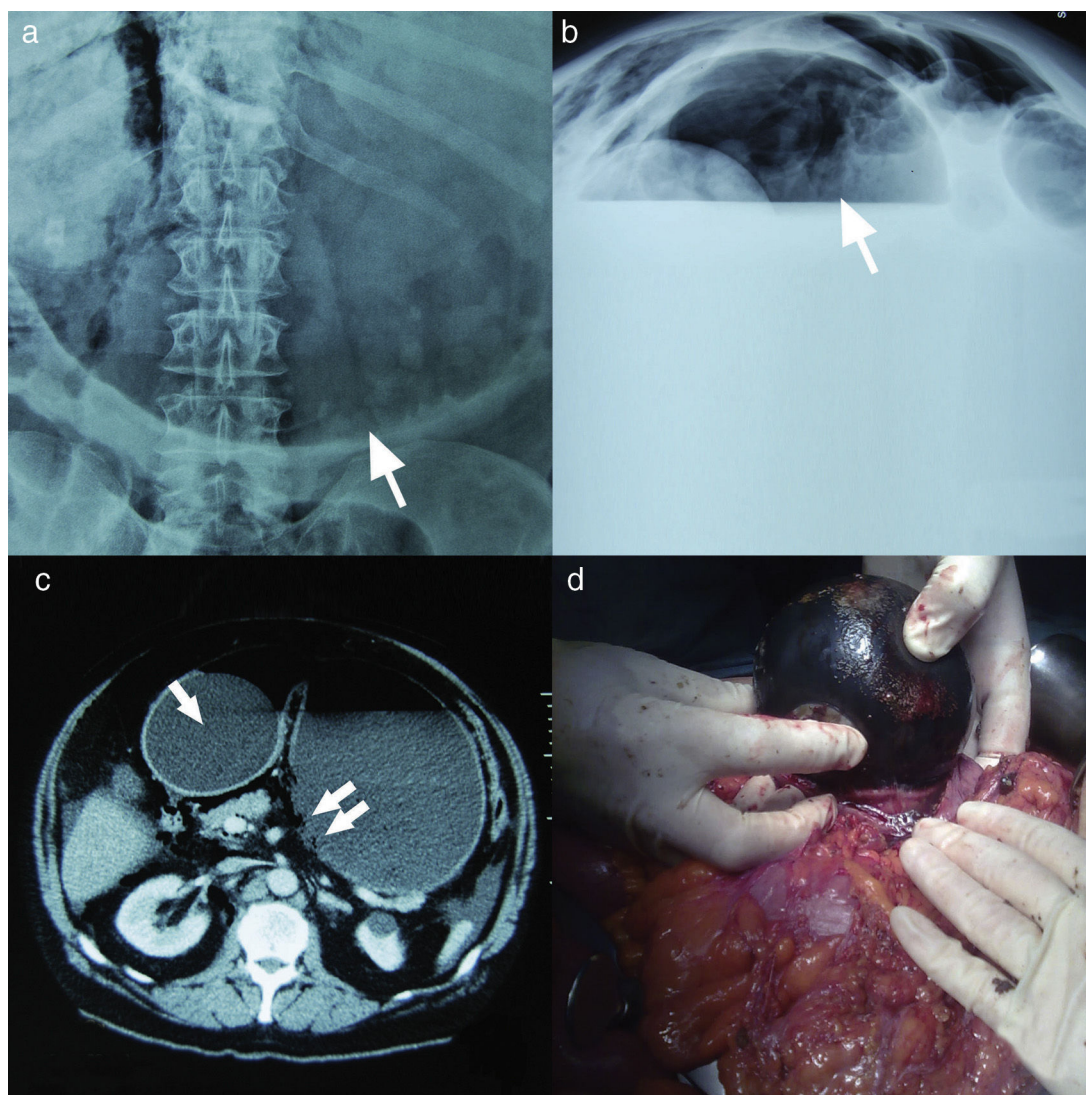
a y b) Radiografía simple de abdomen antero-posterior (a) y en decúbito con rayo horizontal (b): Se observa la gran dilatación gástrica (flecha); c) Tomografía computarizada: Se observa balón en región antral (flecha) y gran dilatación gástrica con perforación en la pared posterior (doble flecha), y d) Extracción del balón intragástrico.
